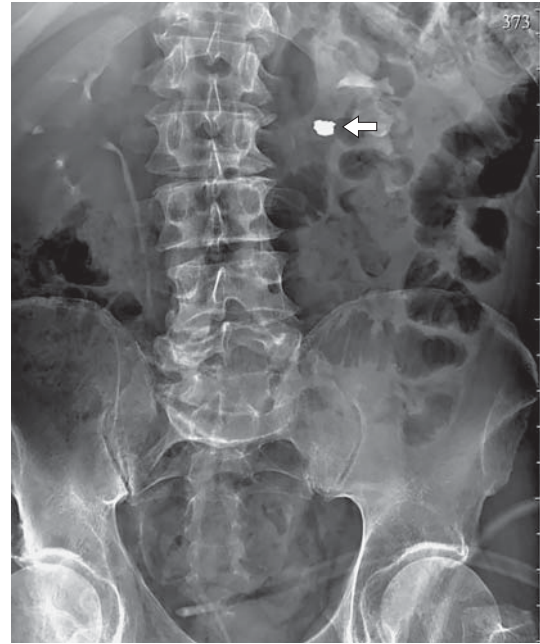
Выделительная урорентгенограмма. Стрелкой указан осколок.
